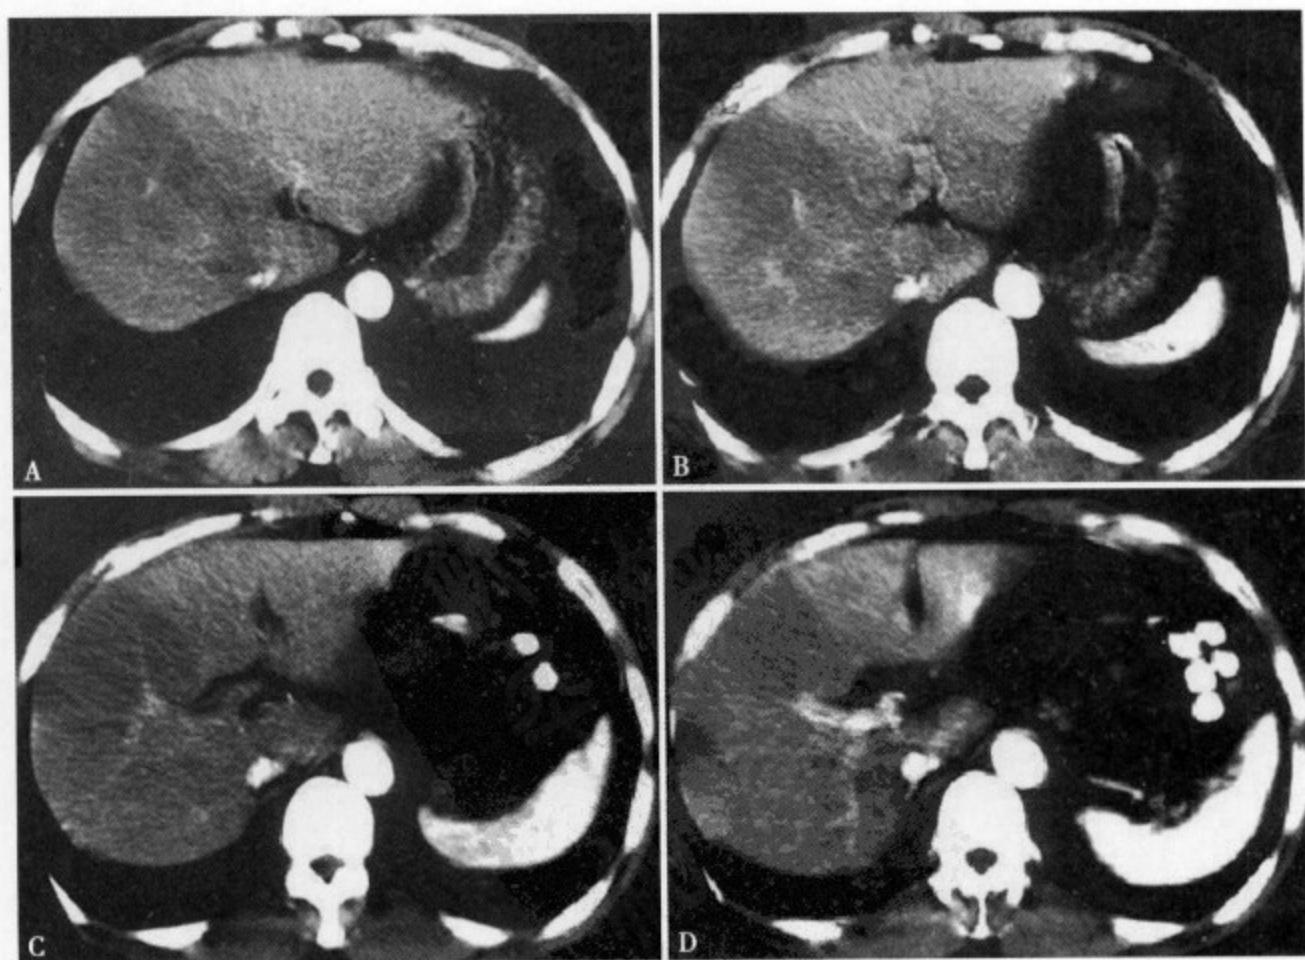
增强 CT 肝右叶实质无强化，仍呈大片楔状低密度区，肝左叶正常实质均匀强化，与损伤肝分界清楚
